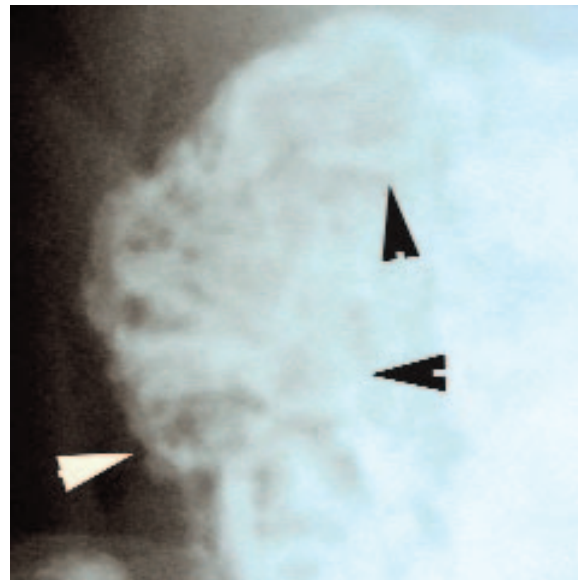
Ossifications en arcs et anneaux en radiographie (en haut, têtes de flèche, et en bas) et au scanner (au centre).
